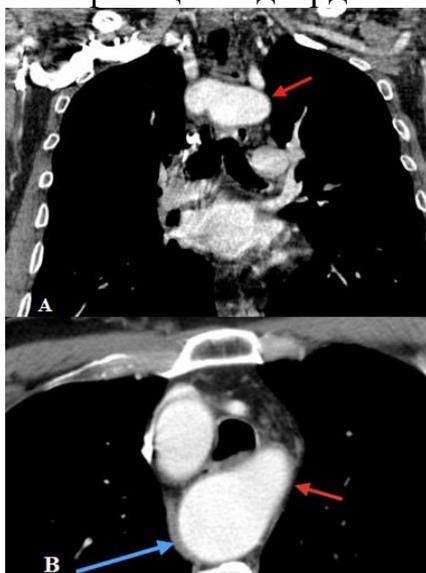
Снимки компьютерной томографии во фронтальной (А) и аксиальной (В) плоскостях
